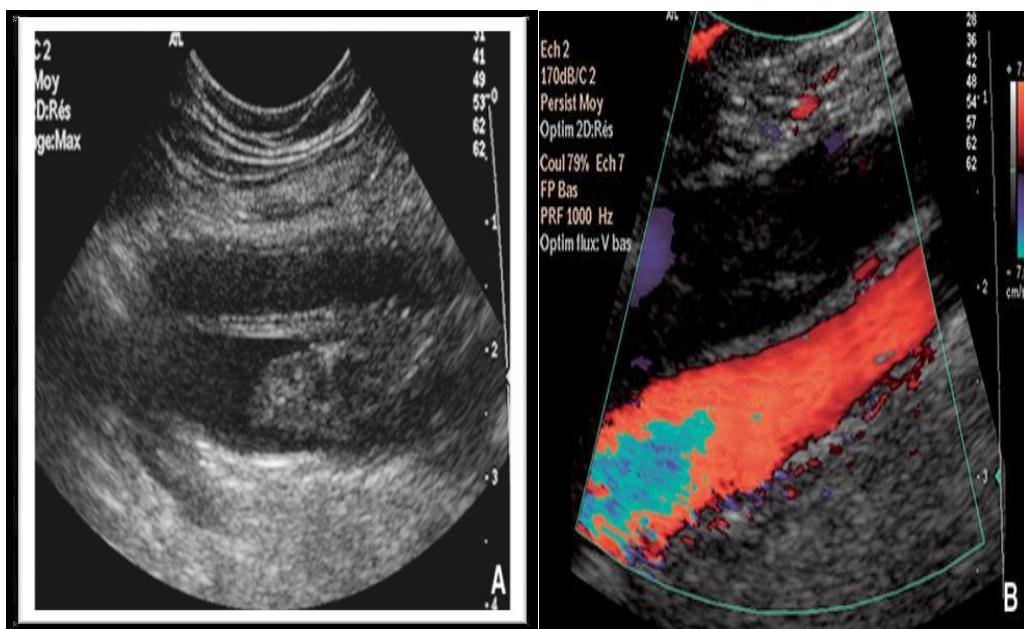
échographie-doppler veineuse [55].
